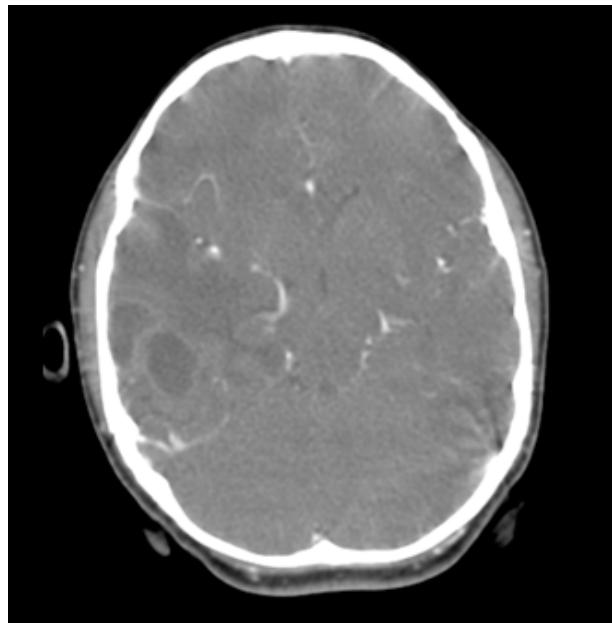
TAC cerebral con contraste durante la hospitalización y a los 8 días de tratamiento antibiótico. Lesión hipodensa circunscrita de bordes hiperdensos definidos en región temporal derecha, adyacente a ella otra imagen circunscrita de centro hipodensa, ejerciendo efecto de masa.
